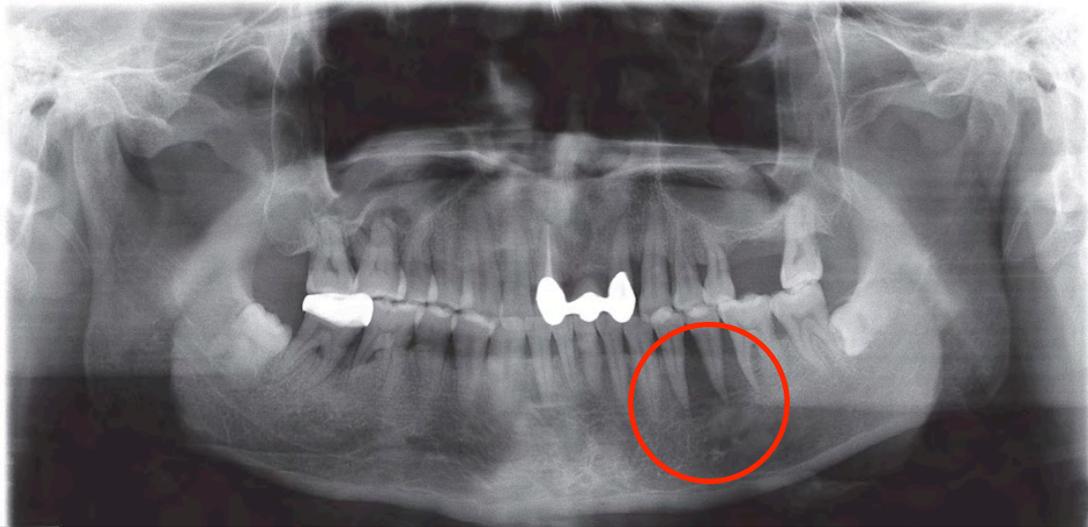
ortopantomografía donde se muestra un área radiolúcida difusa en los dientes 34, 35 y 36.⁽²⁴⁾
